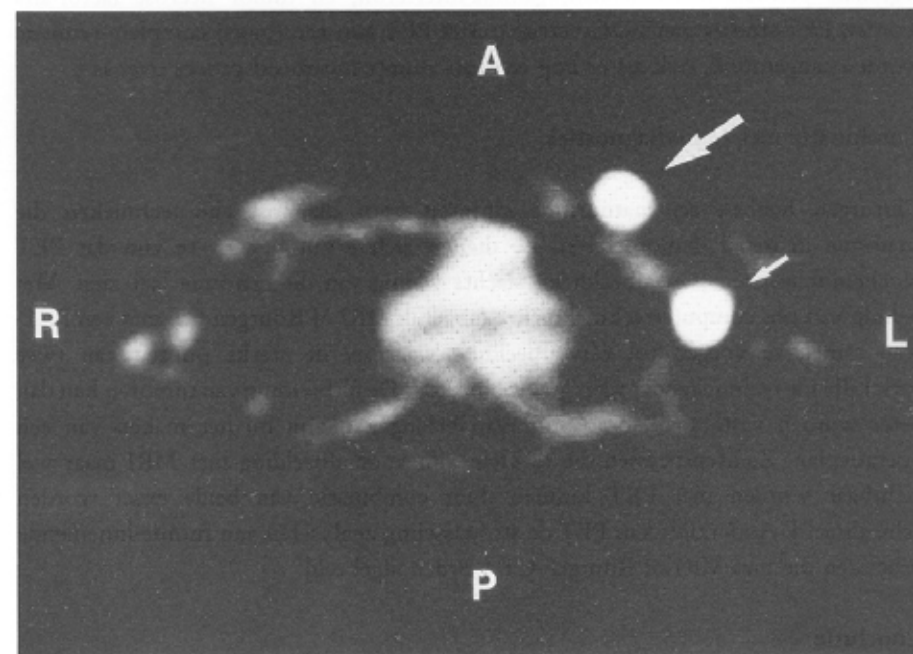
PET-scan met FDG van een patiënt met mammacarcinoom, transversaal tomogram. A anterior, P posterior, R rechts, L links. Er is sprake van intensieve accumulatie van het glucose-analoon FDG in de primaire tumor in de linker mamma en in een lymfeklier in de oksel.
